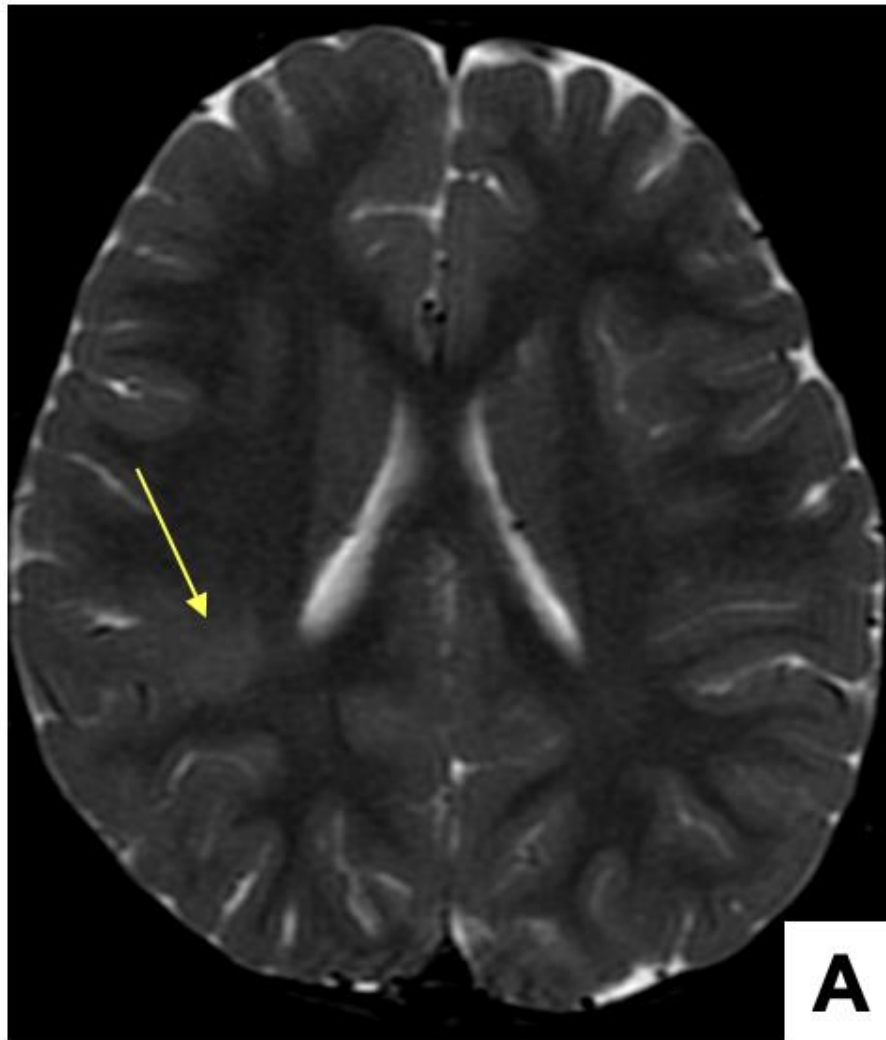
RM DE CRANEO. T2WI fat-sat axial. Mismo paciente que figura 10, un año después. Práctica resolución de las lesiones previamente vistas. Persiste únicamente una ligera hiperintensidad en las mismas áreas, (A, B) (flechas amarillas).
